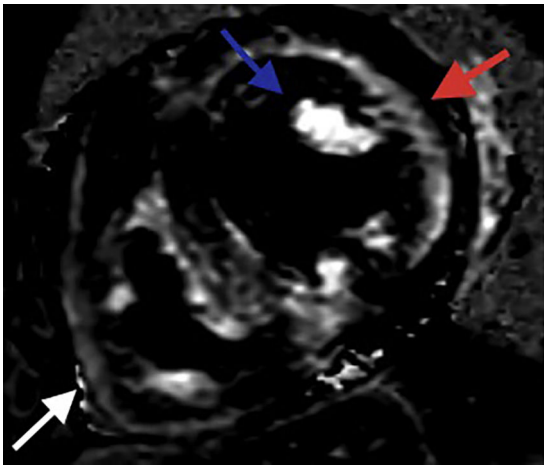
Resonancia magnética cardíaca – Secuencias de realce tardío: Depósito focal de gadolinio subendocárdico comprometiendo los segmentos medios de todas las paredes (flecha roja). Depósito focal de gadolinio comprometiendo los dos músculos papilares (flecha azul). Depósito focal de gadolinio comprometiendo la pared del ventrículo derecho (flecha blanca). FCI – IC.
